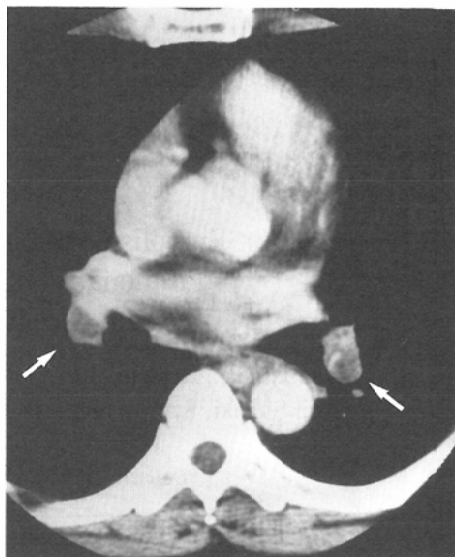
Postcontrast-CT at the the level of the aortic root demonstrates intraluminal filling defects (arrows) of bilateral descending branches of pulmonary arteries representing thromboemboli. These defects are measured 30H.U.
